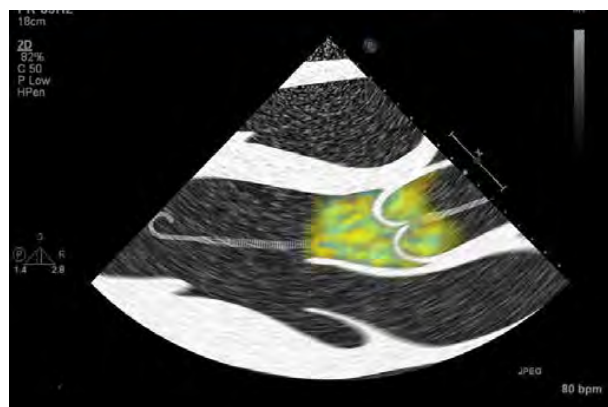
Incorrect Impella Catheter Position (Color Doppler TTE)
